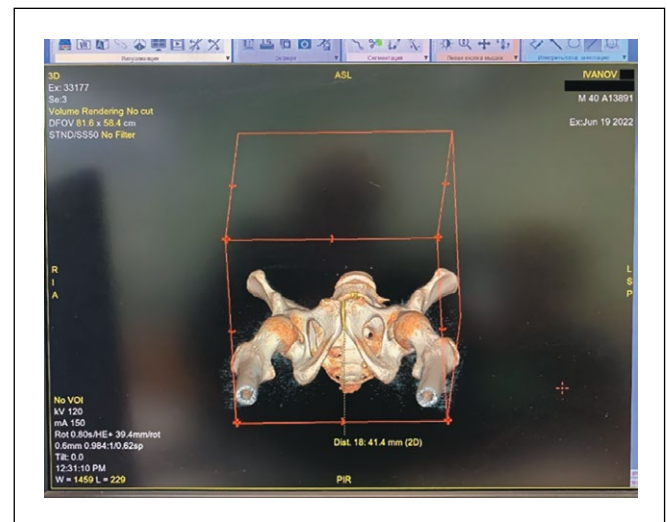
3D КТ-реконструкция таза мужчины и измерение размеров лобкового симфиза.
